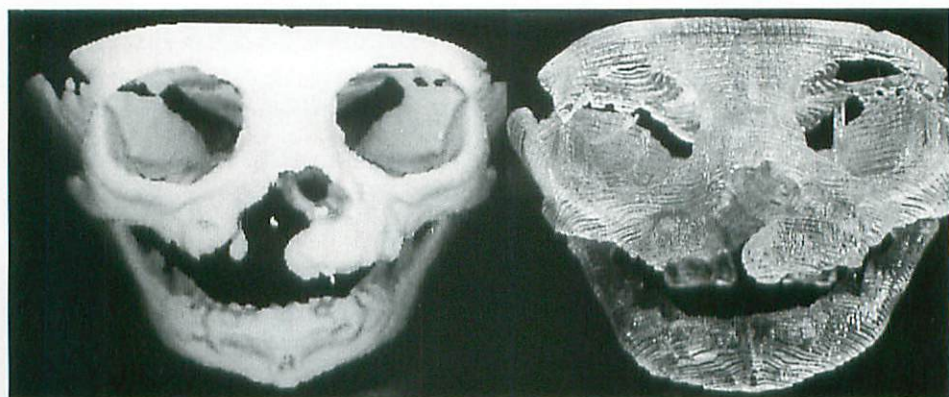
Three-dimensional CT of cleft palate (left) and plastic model (left).
